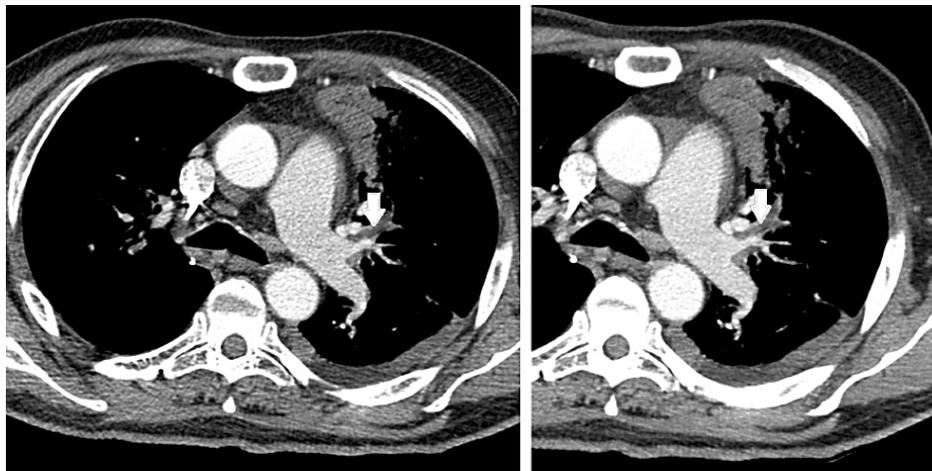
Тромбоэмболия верхнедолевой артерии слева, выявленная при СКТ. Эмбол в просвете сосуда отмечен стрелками и кружком.
